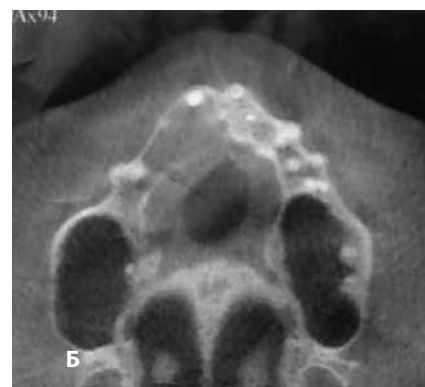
Результаты лучевых методов исследования: а) ортопантомограмма; б) КЛКТ
